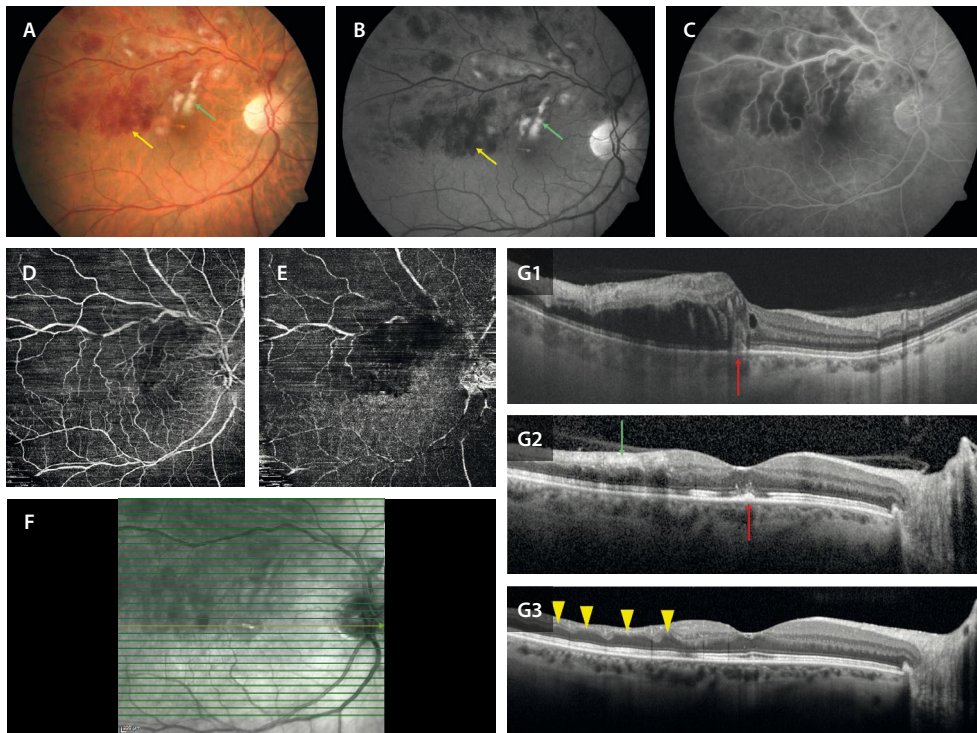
Oclusión de rama venosa retiniana aguda isquémica que asocia edema macular. A) Retinografía que muestra una oclusión en la rama venosa de primer orden (mayor) con hemorragias intrarretinianas (flecha amarilla) y exudados algodonosos (flecha verde), que se ven en la imagen anérita (B) como lesiones hiporreflectivas (flecha amarilla) e hiperreflectivas (flecha verde), respectivamente. C) En la angiografía con fluoresceína destaca la tinción de la vena ocluida, así como la isquemia asociada, la cual afecta en mayor medida al plexo capilar profundo en la imagen *en face* de la angiografía por tomografía de coherencia óptica (E) que al plexo capilar superficial (D). F) La imagen cercana a la infrarroja muestra una hiporreflectividad en toda la zona ocluida debido al edema y a la isquemia. En la tomografía de coherencia óptica se observa la evolución del cuadro desde el momento agudo (G1), con un edema de capas medias y una hiperreflectividad vertical y desorganización de las capas externas a nivel foveal (flecha roja), como en el momento subagudo, donde destacan signos de oclusión mixta al afectar a todas las capas internas de la retina (flecha verde) y de restauración parcial de las capas externas (flecha roja) (G2), como en el momento crónico, donde se aprecian signos consecuencia de la isquemia perivascolar como la atrofia de capas internas con los típicos adelgazamientos con ondulación de la capa plexiforme externa (triángulos amarillos), pero con una restauración parcial de las capas externas (mínima atenuación de la zona de interdigitación del epitelio pigmentario de la retina) (G3).
